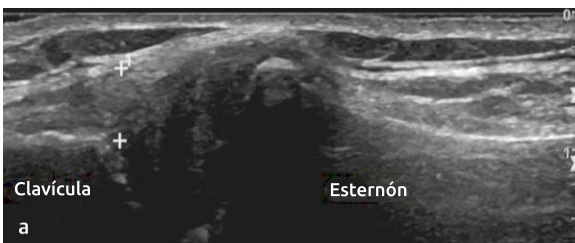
Escaneo de ultrasonido de la articulación esternoclavicular. La sonda se coloca longitudinalmente sobre la articulación esternoclavicular. En esta figura, la sonda se usa para guiar una aguja hacia la articulación.
